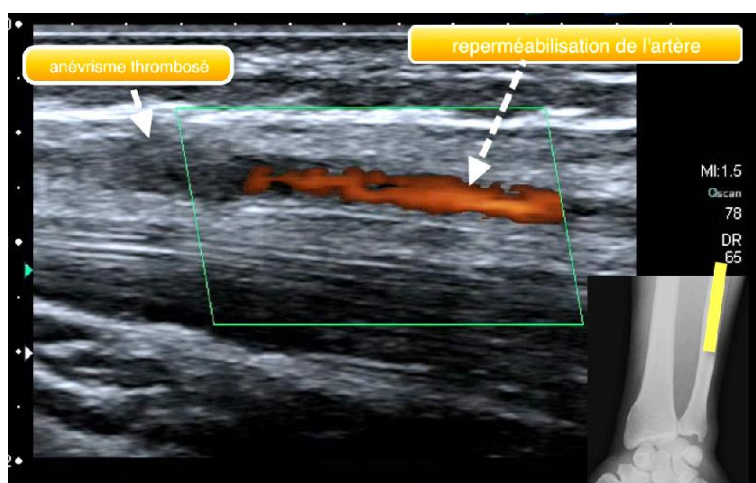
Coupe échographique longitudinale mettant en évidence la reperméabilisation de l'artère ulnaire au niveau du quart distal de la diaphyse ulnaire. L'anévrisme siège en regard de la diaphyse radiale distale mais la thrombose est étendue de l'anévrisme vers la distalité.
